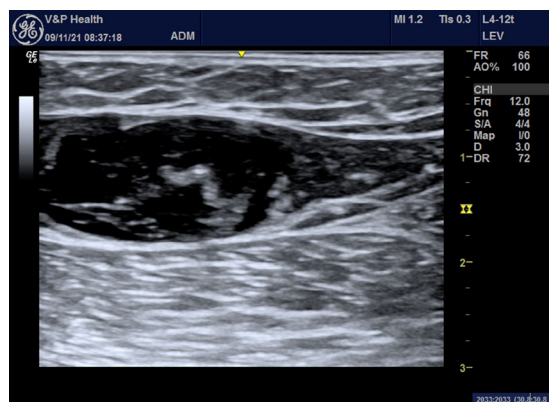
Imagem de eco-Doppler colorido em modo B evidenciando a área de tumescência com a fibra central.
